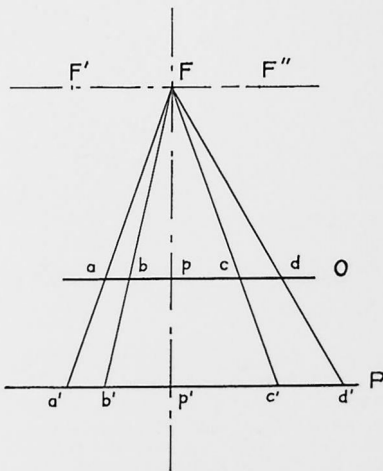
F, foyer de l'ampoule ; O, plan de l'objet radiographié ; P, plaque radiographique.
